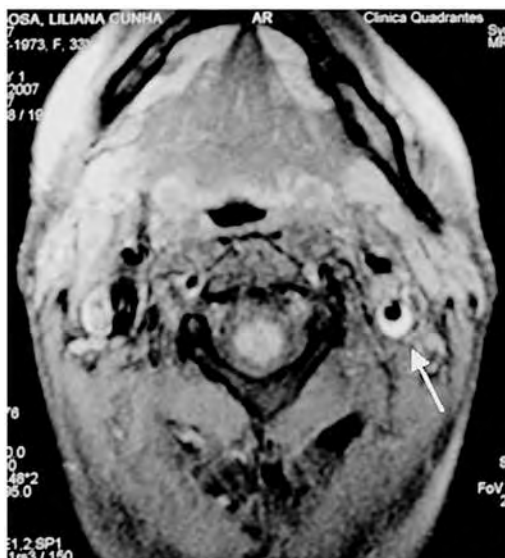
Angio-RMN CE e cervical:
